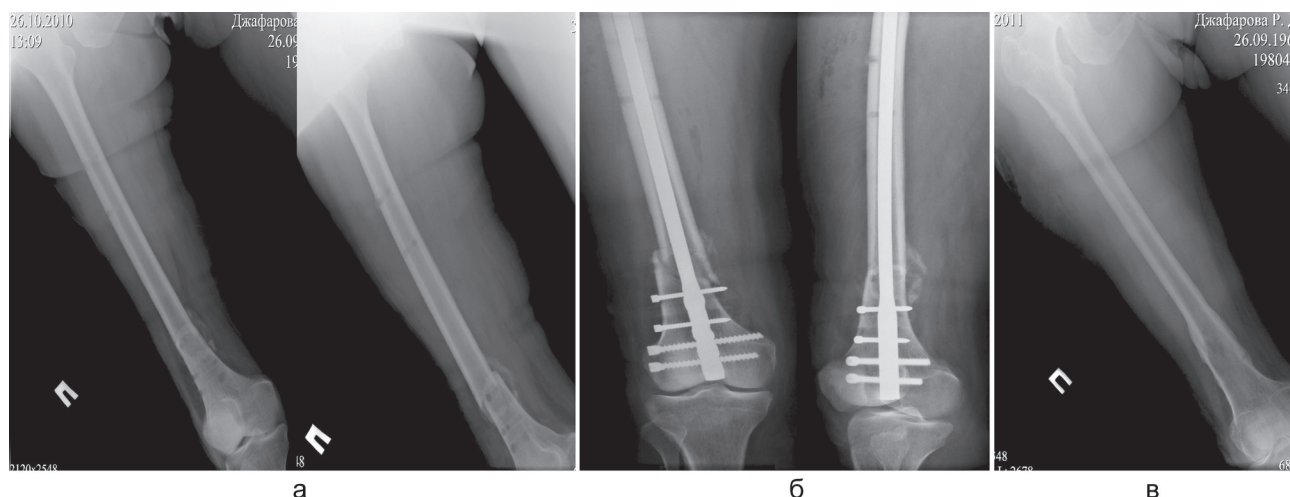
Рентгенограммы дистального отдела правой бедренной кости больной Д.: а – до операции; б – в операционной; в – после удаления металлоконструкции через 12 мес. после операции
